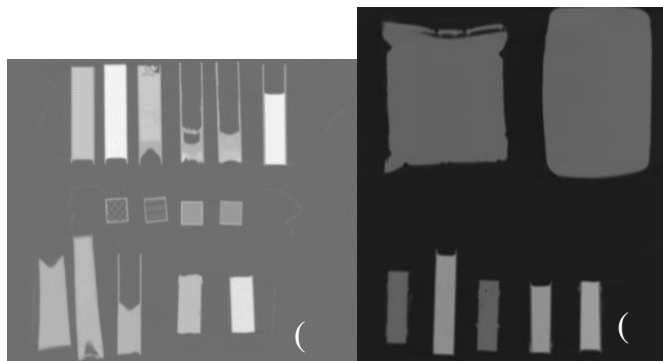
(a) – tomografia realizada nos materiais do primeiro teste; (b)– tomografia realizada nos materiais do segundo teste.
